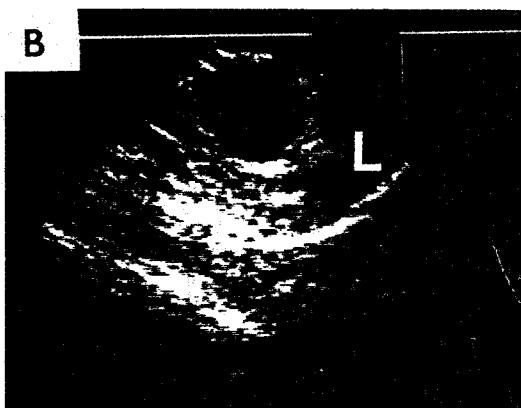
(A) 한계가 명료한 연부조직매스(화살표)가 간장과 위저부의 후방에 존재한다. (B) 뚜렷한 through transmission과 변연이 명확한 무에코의 매스가 초음파로 관찰된다(L=간장). 이 낭포성 병변은 체장에서 유래하였다.
